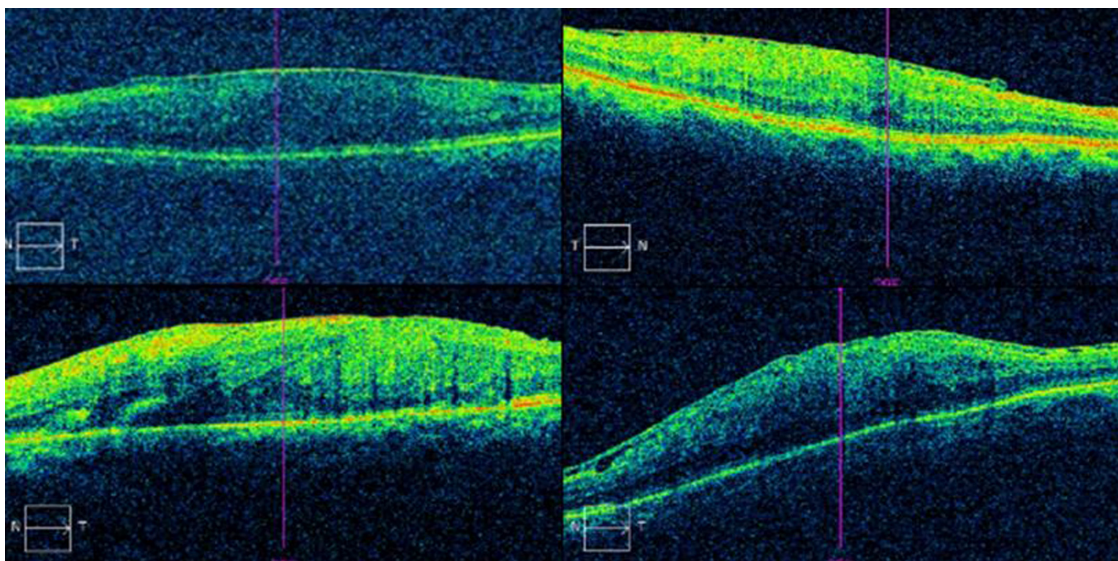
Preoperative optical coherence tomography images of combined hamartoma of the retina and retinal pigment epithelium. These images showed the epiretinal membrane of combined hamartoma of the retina and retinal pigment epithelium and distorted fovea contour.
